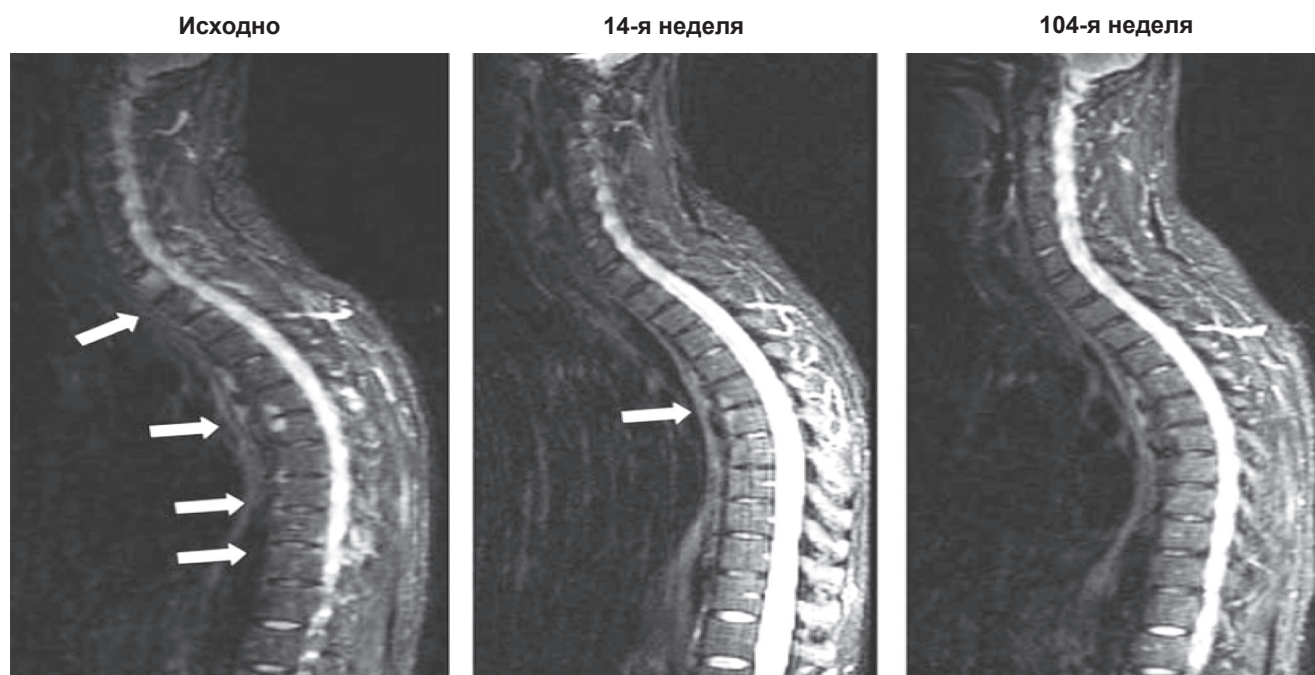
Динамика МРТ-картины шейного и грудного отдела позвоночника в начале исследования, через 14 и 104 недели у пациента, который получал 50 мг ГЛМ, на 16-й недели был переведен в группу ГЛМ 100 мг [16]
